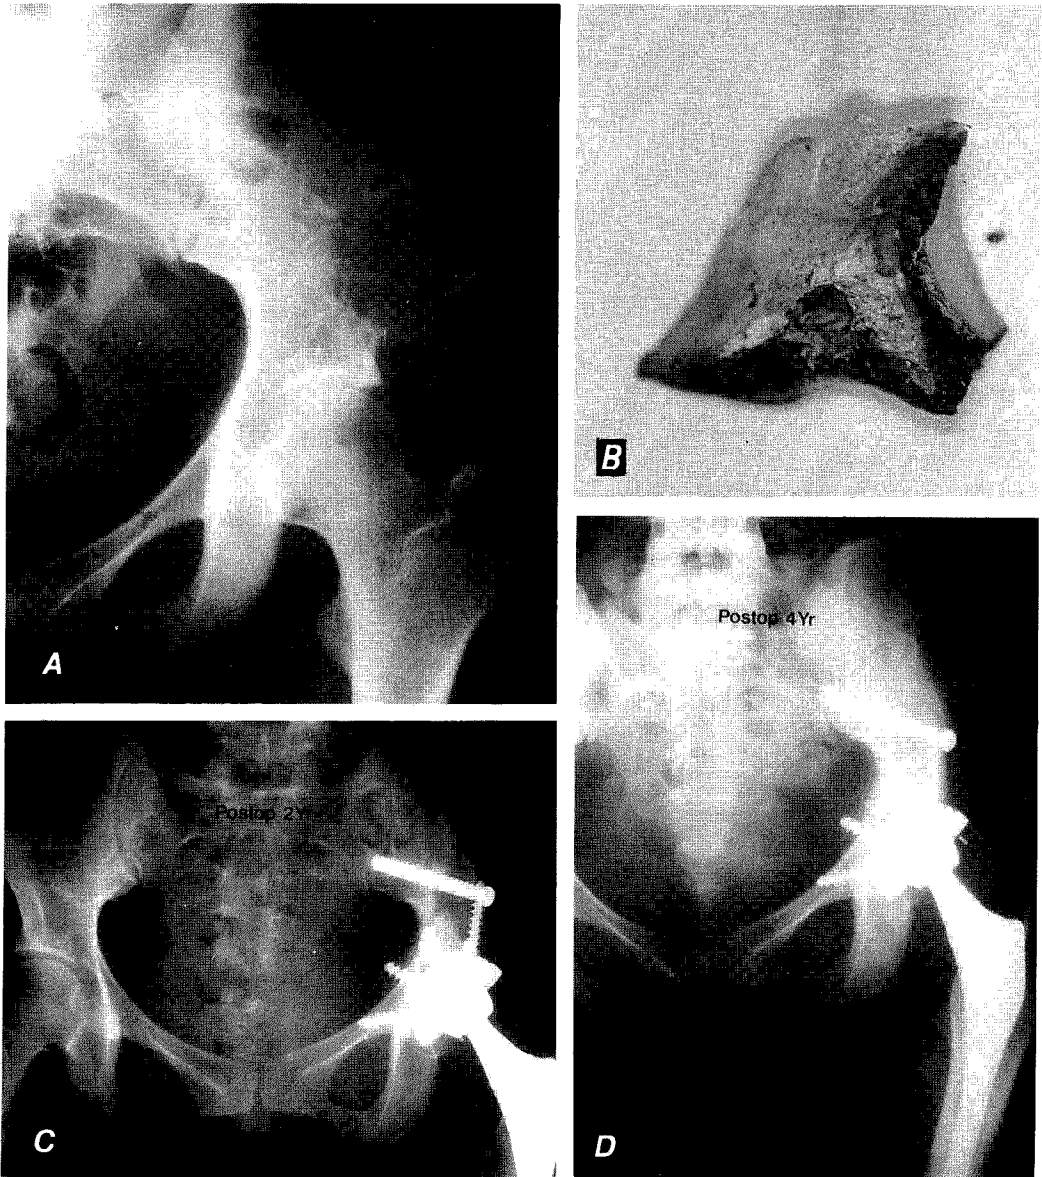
Simple X-ray shows benign looking permeating lesion around the acetabulum and iliac wing. Pathologic diagnosis was desmoplastic fibroma.
